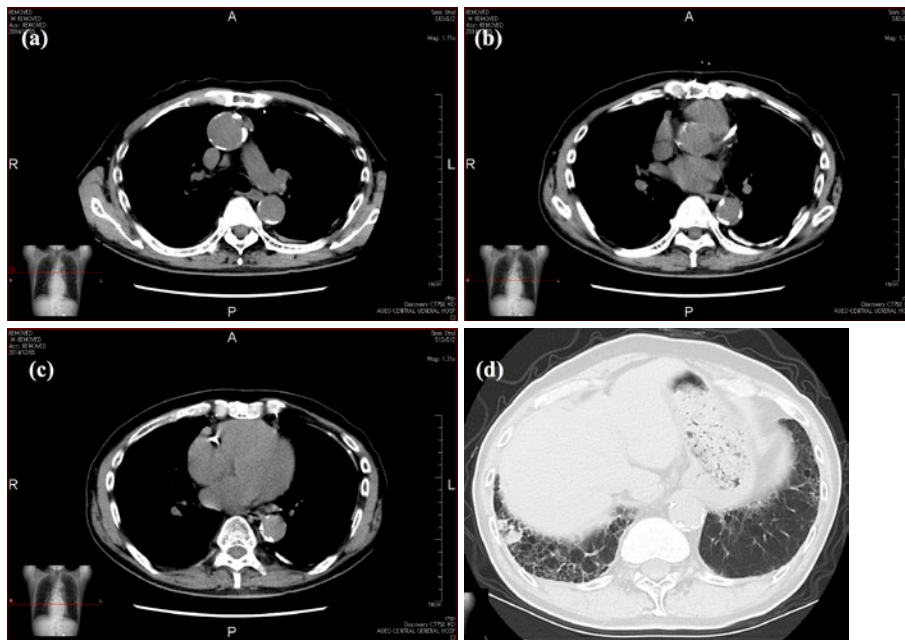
Thoracic CT when lung carcinoma was first suspected. (a-c) Widely spread pleural plaques were observed in bilateral lungs. Plaques in the left pleura were dominant, with notable calcification. (d) A nodule appeared in the right lower lobe. Background lung is fibrotic.
